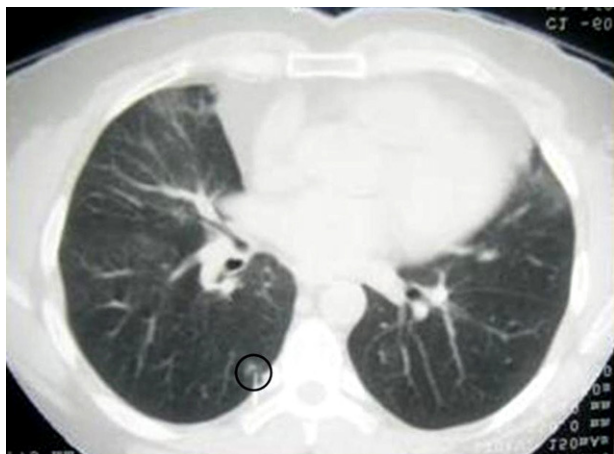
La TAC torácica muestra un nódulo pulmonar en el lóbulo inferior derecho. El arpón se halla localizado en el nódulo.
